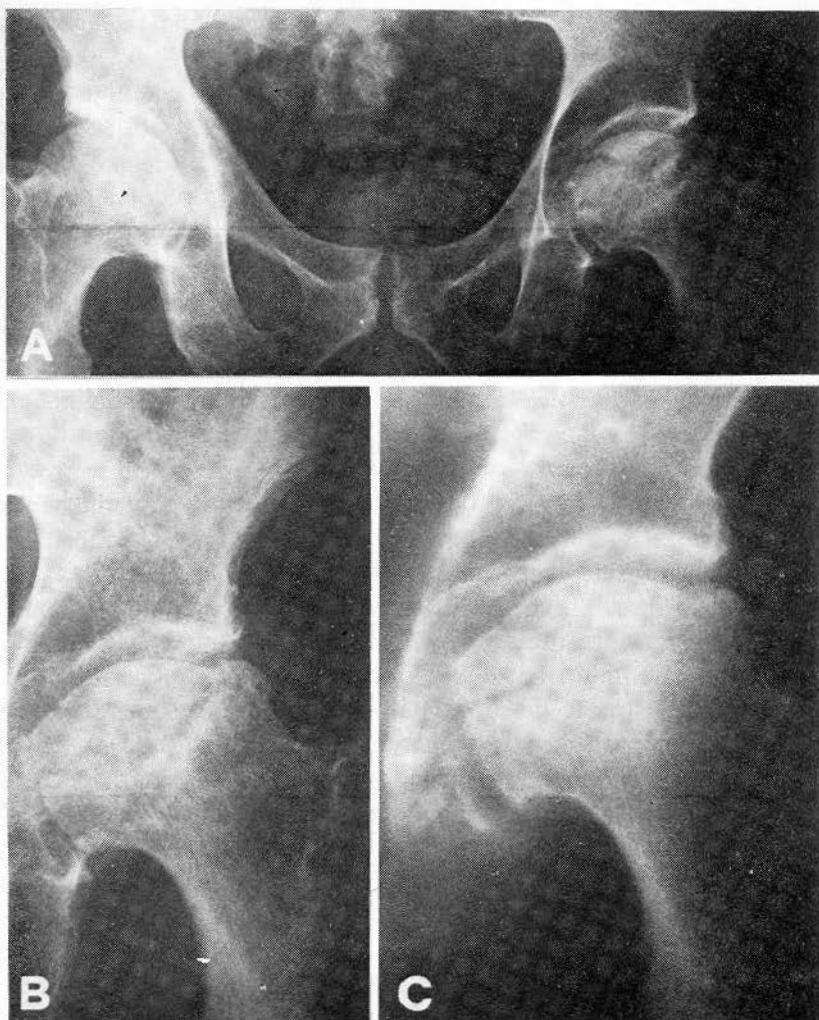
A) Esame radiografico del bacino e delle anche di un paziente con necrosi asettica della testa del femore a sinistra. B) Particolare dell'anca sinistra. Notare l'aumentata radiodensità, la deformità acquisita e la frammentazione della testa femorale. C) Stratigrafia dello stesso caso. L'aumentata radiodensità e la frammentazione cefalica sono ancora più evidenti.
